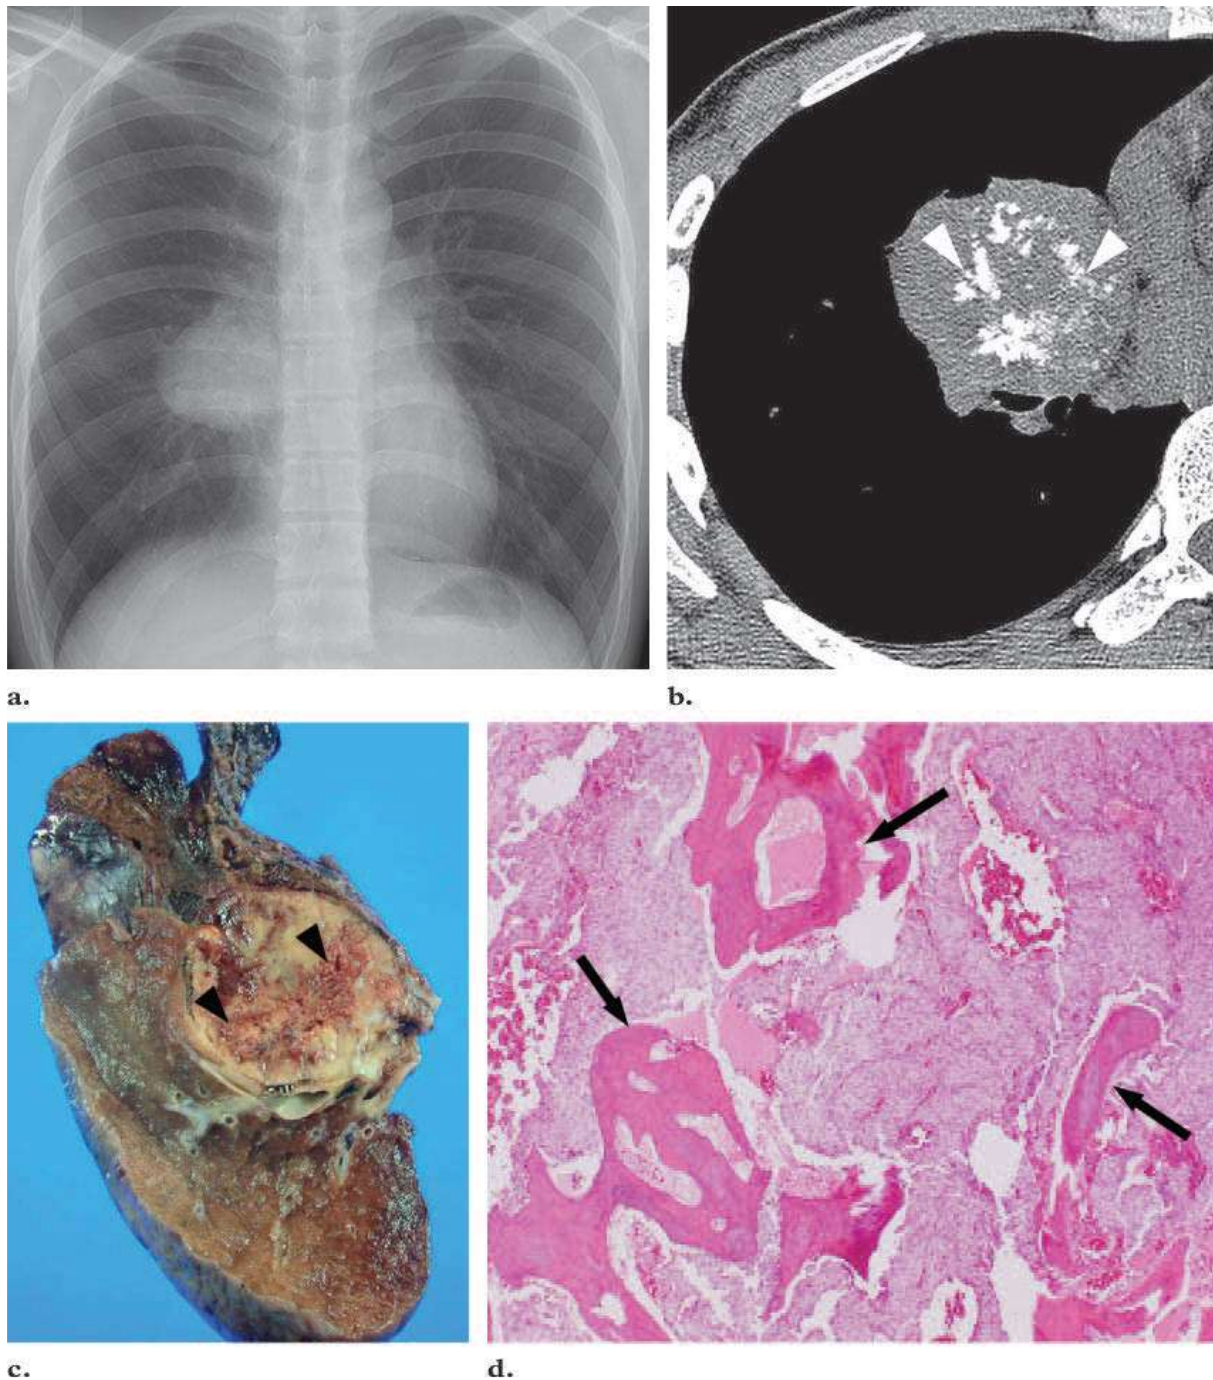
Carcinoïde typique chez un homme de 25 ans. (a) La radiographie pulmonaire montre une masse lobulée hilare droite. (b) La TDM montre une masse lobaire moyenne, avec des calcifications ponctuéés. (c) Pièce opératoire (d) pièce anatomopathologique montre des zones de métaplasie osseuse au sein de la tumeur. [42]
